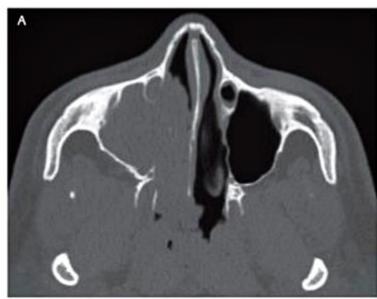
Polipose nasossinusal. TC axial (A) e coronal (B). Formações polipoides nas fossas nasais e nos seios etmoidais e maxilar direito, alargando e obliterando o infundíbulo direito e os recessos esfenoetmoidais.
